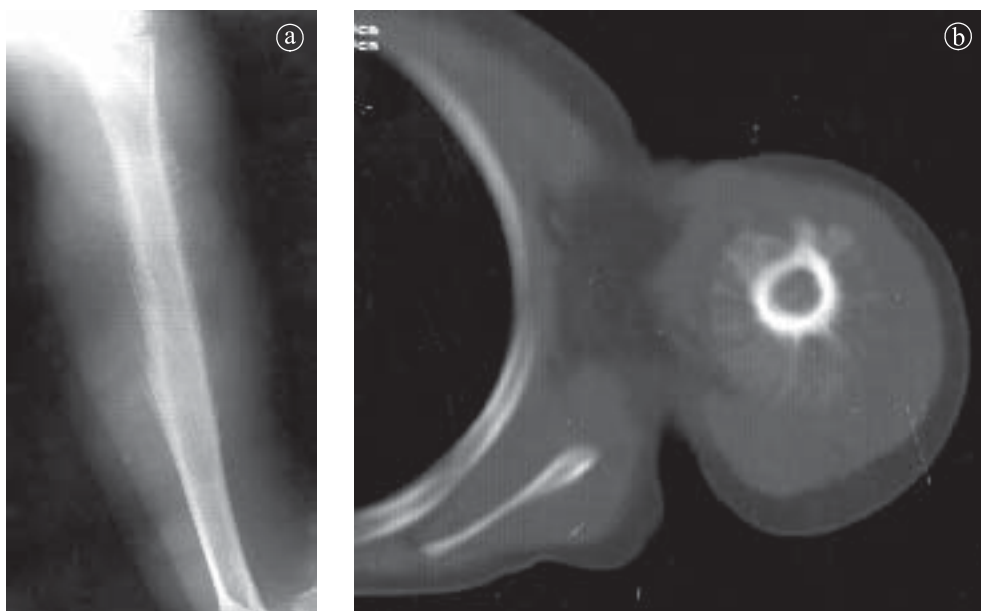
21. Osteosarcom osteogenic, humerus stâng. a) Radiografie AP, b) Secțiune axială CT.
